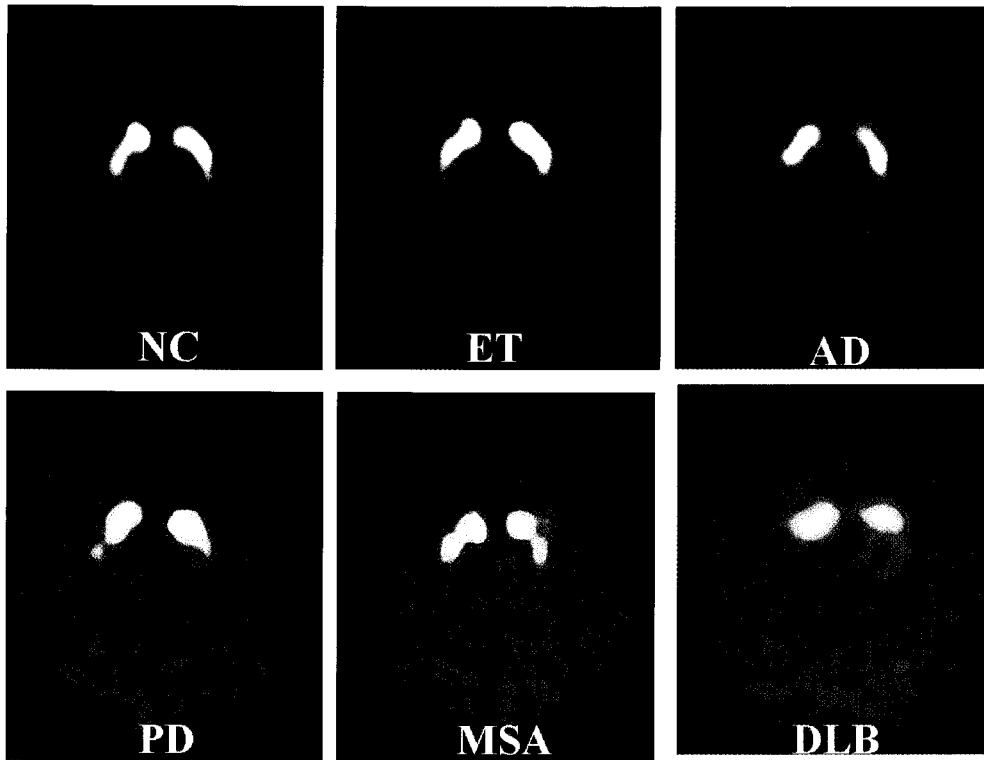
Representative ^{123}I -FP-CIT SPECT images in normal controls and parkinsonisms. Normal control had no significant change of binding potential than those of ET and AD, but higher than those of PD, MSA, DLB. PD usually had a lower PCR and higher ASI than those of normal controls and other parkinsonism, except DLB. MSA and DLB had no significant change of PCR and ASI than those of normal control.
